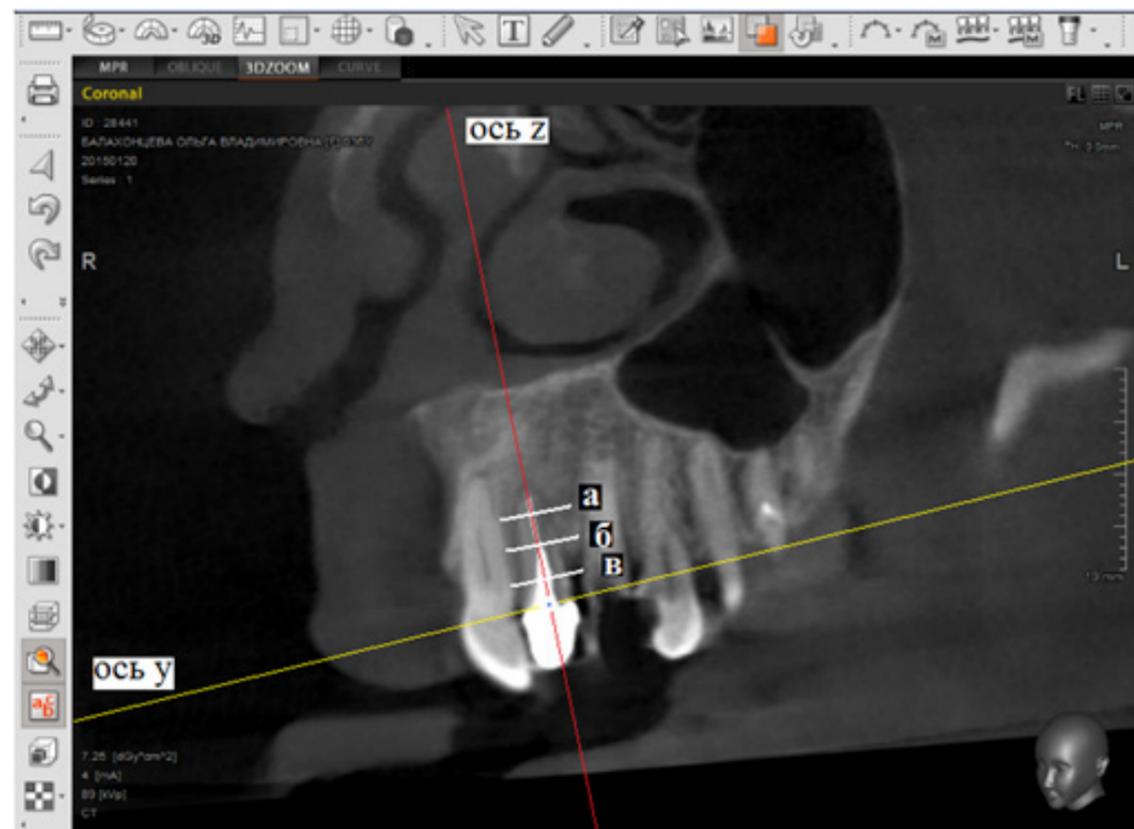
Компьютерная томограмма пациента Б. Сагиттальная плоскость 2.2 зуба: а- горизонтальное сечение корня в периапикальной области; б- горизонтальное сечение на середине корня; в- горизонтальное сечение корня в пришеечной области.
